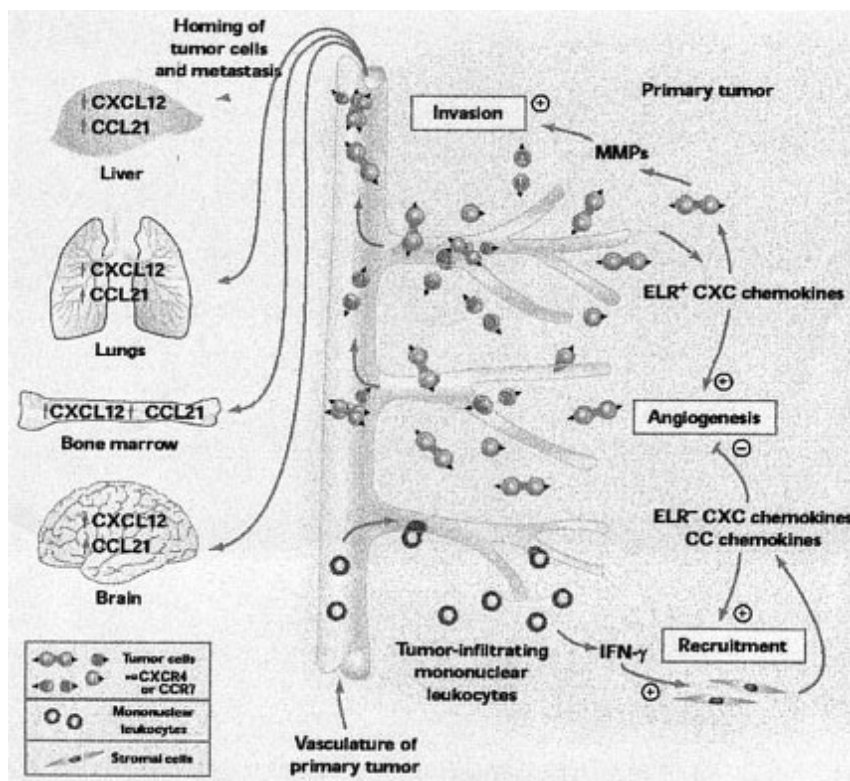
Chemokine role in cellular transformation, tumor growth, invasion and homing and metastasis to distant preferential organs. Reprinted from: Strieter RM: Chemokines: Not just leukocyte chemoattractants in the promotion of cancer. Nat Immunol 2:285±286, 2001. [65]
